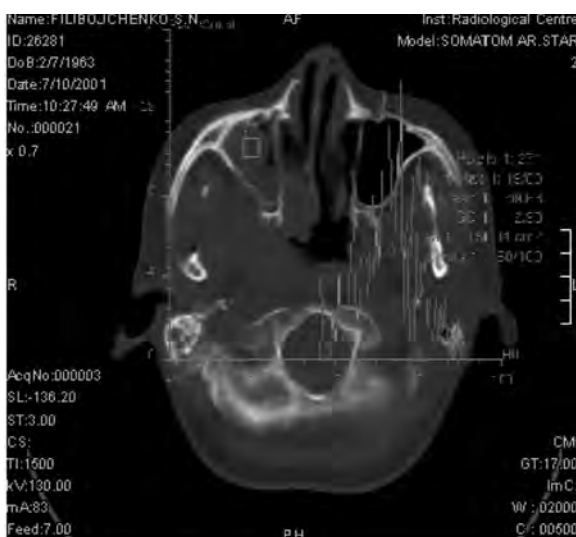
Хворий Г., 73 роки. Аденоматозний поліп правої верхньощелепної пазухи з розповсюдженням в праву орбіту, решітчасту кістку справа. КТ
